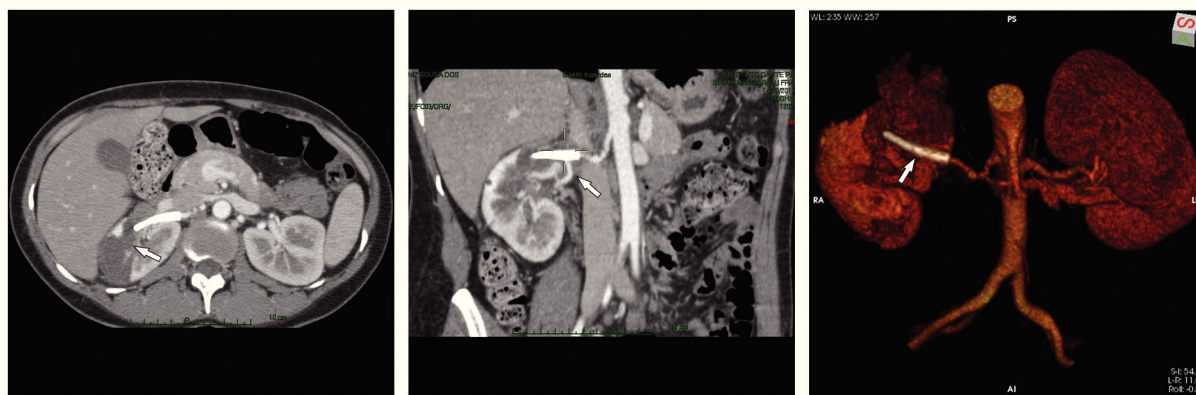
Angiotomografia pós-operatória do tratamento do aneurisma de artéria renal direita. À esquerda, seta indica região de hipodensidade no parênquima renal direito com ausência de vascularização, compatível com infarto isquêmico renal. No painel central, seta indica a preservação de ramo segmentar renal, a partir do stent multicamadas. À direita, reconstrução volumétrica em três dimensões da aorta abdominal e artérias renais. A seta indica o posicionamento do stent multicamadas na artéria renal.
